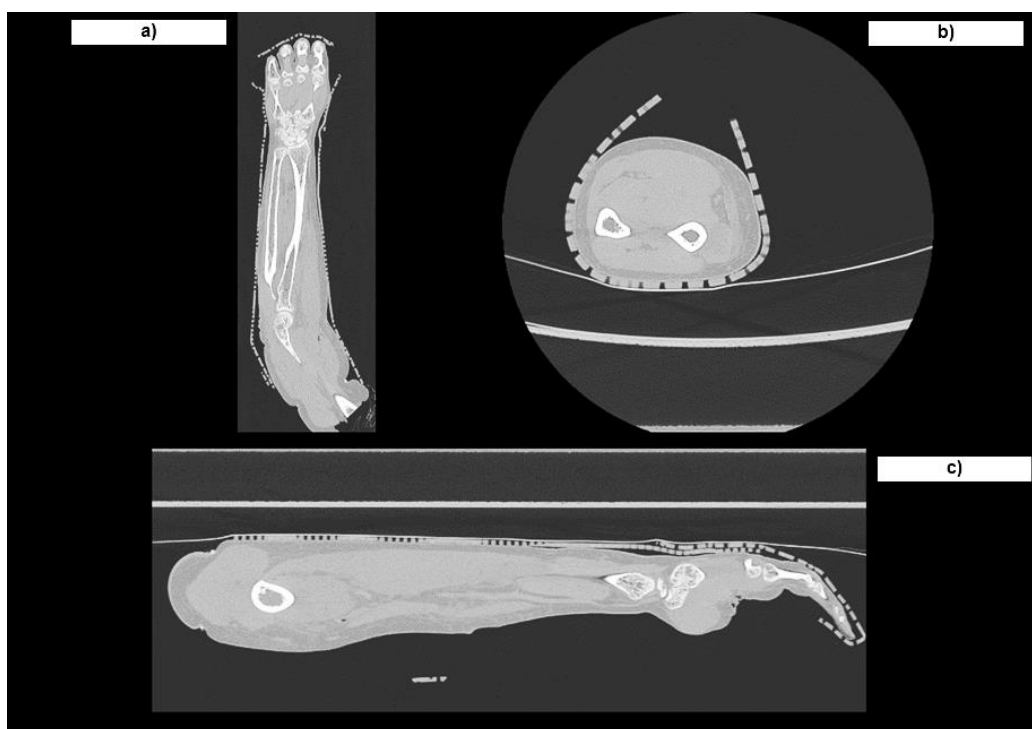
CTScan (Tomografía computarizada) del miembro superior derecho humano. a) Vista coronal. b) Vista transversal. c) Vista sagital.
